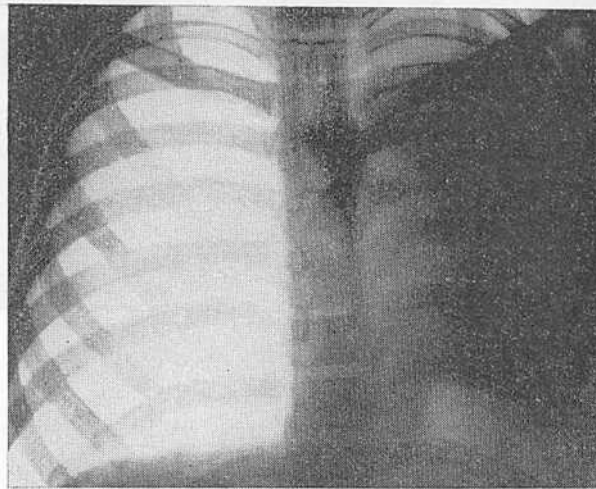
Рентгенограмма грудной клетки в передней проекции ребенка 12 лет. Слева видна однородная интенсивная тень ателектаза легкого, возникшего через 3 дня после аспирации инородного тела (колпачок из пластмассы от авторучки).
